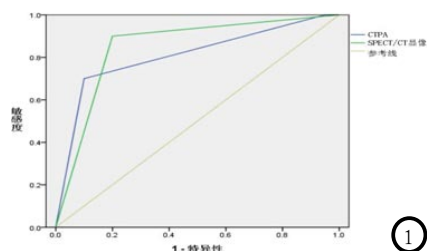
SPECT/CT显像与CTPA诊断PE的ROC曲线。
